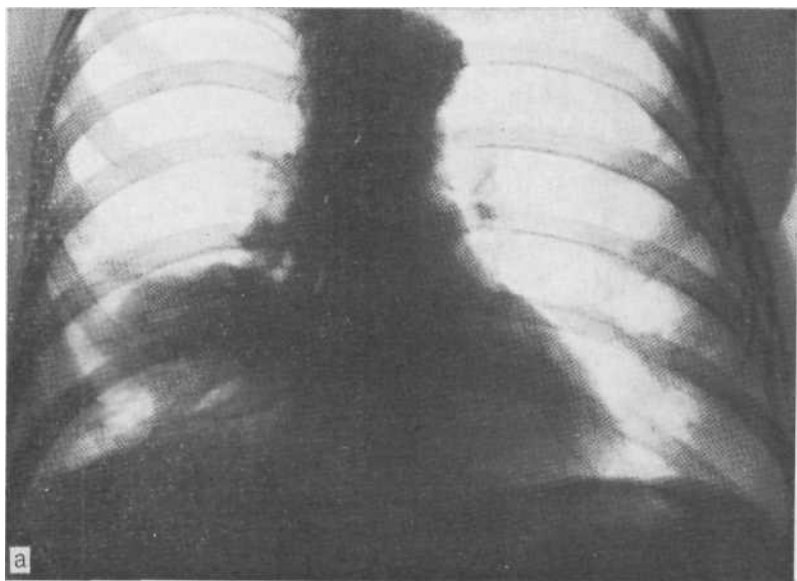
Рентгенограммы в прямой (а), боковой (б) проекциях и бронхограмма (в). Затемнение области правого сердечно-диафрагмального синуса, обусловленное хронической пневмонией средней доли.
